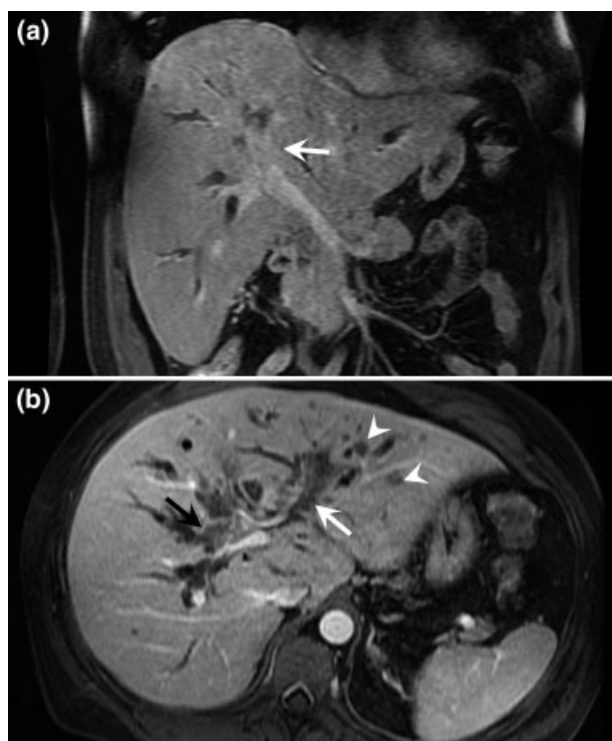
CC irresecable (Klatskin tipo IV). Imágenes coronales (a) y axiales (b) de RM potenciadas en T1 con supresión de la grasa post inyección de gadolinio, donde se observa masa infiltrante (flecha negra) en la confluencia del conducto hepático común y ramas derecha e izquierda con compromiso de la vena porta a nivel de la bifurcación y la rama izquierda (flecha blanca). Presenta además focos de metástasis hepática de pequeño tamaño en el lóbulo hepático izquierdo (puntas de flecha).
